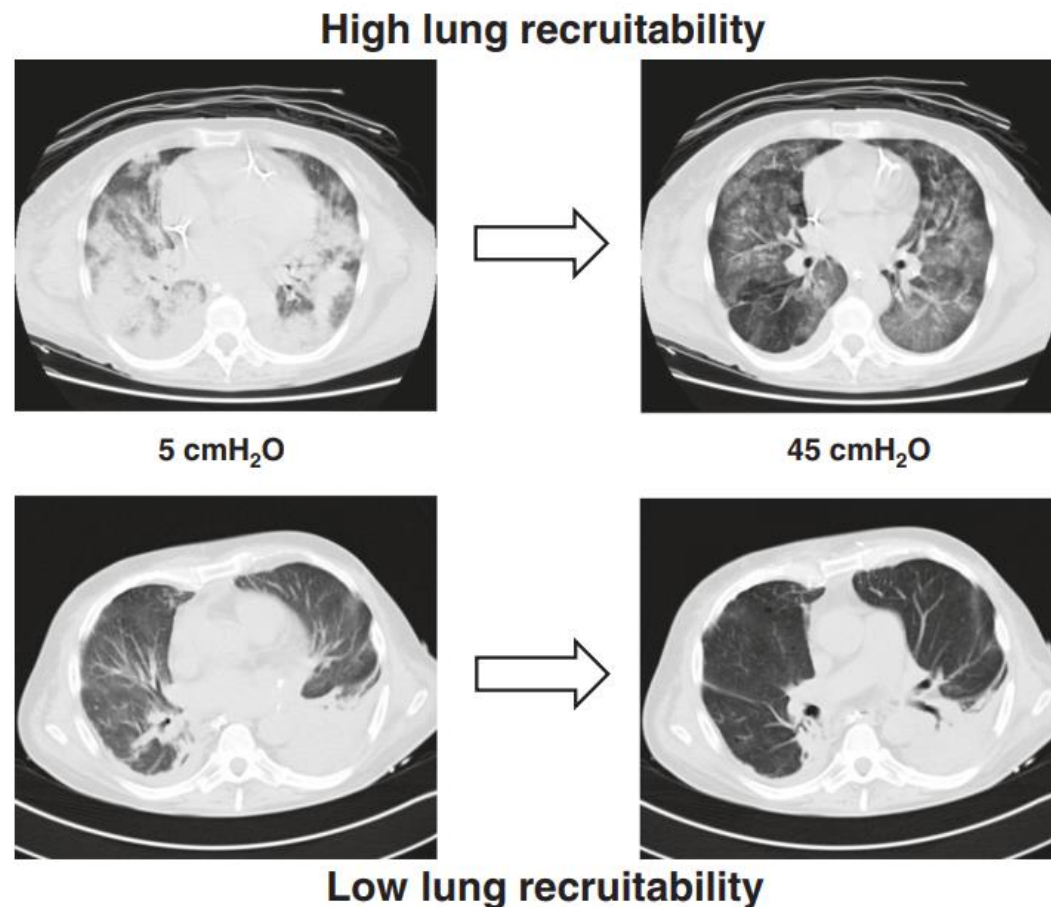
Example of lung CT scan of patients with high (upper panel) or low (lower panel) potential of lung recruitment
